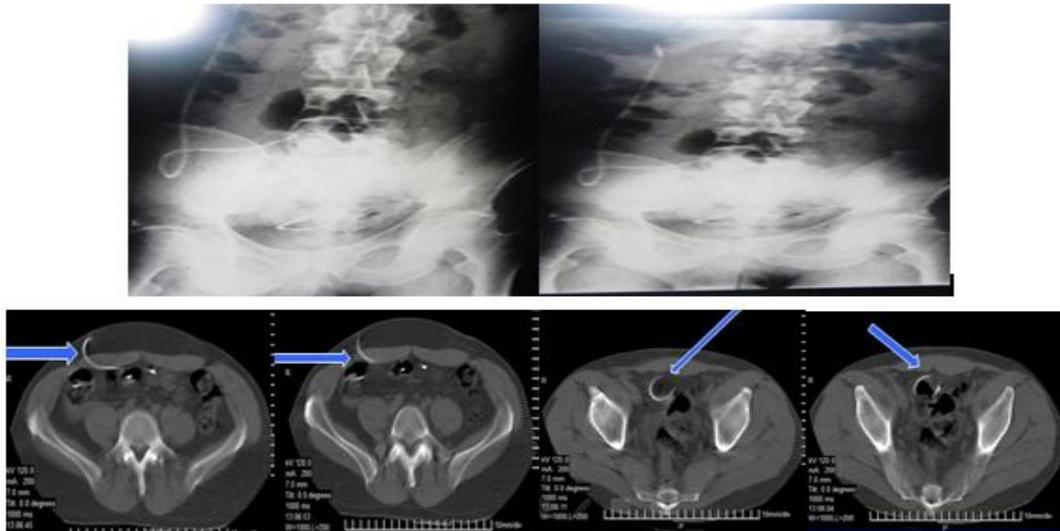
Rayos X simple de abdomen y TAC abdominal.
